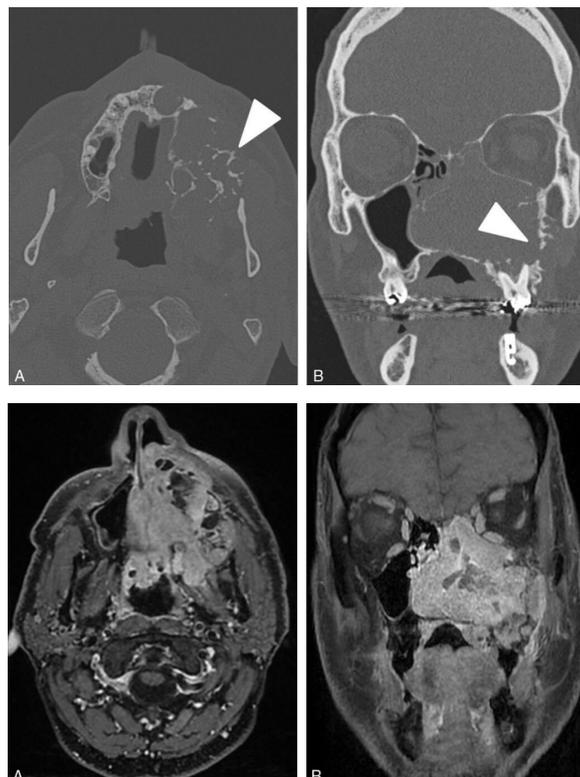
Aspect d'un carcinome améloblastique maxillaire gauche en coupe axiale (A) et coronale (B), sur une TDM en haut et un IRM en bas (B). (4)
